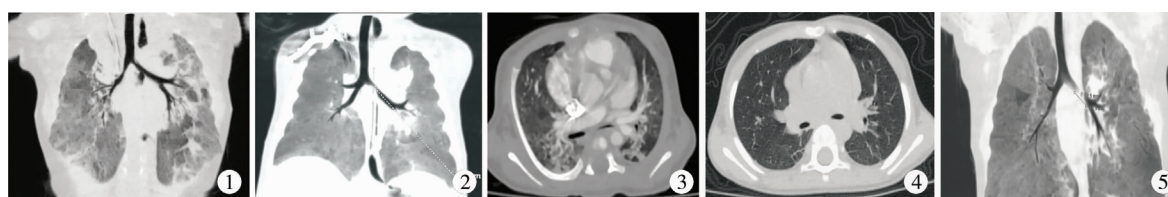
房间隔缺损 CT 结果,左主支气管最窄处直径仅 2.3 mm,右中间段支气管最窄处直径仅 1.5 mm 图2 完全性心上型肺静脉异位引流/肺动脉高压合并肺炎肺不张,左支气管最窄处直径仅 1.1 mm 图3 45 日龄患儿,4 kg, CT 结果示 VSD(大)/ASD/PH(重度),左支气管最窄处直径仅 2.1 mm,狭窄长度为 9.6 mm 图4 图3 患儿术后 1 年复查 CT 结果,可见气管狭窄情况已基本解除 图5 5 月龄患儿,6.1 kg, CT 结果示 VSD(大)/ASD/PH(重度),左支气管最窄处直径仅 0.9 mm,狭窄长度为 10.3 mm
